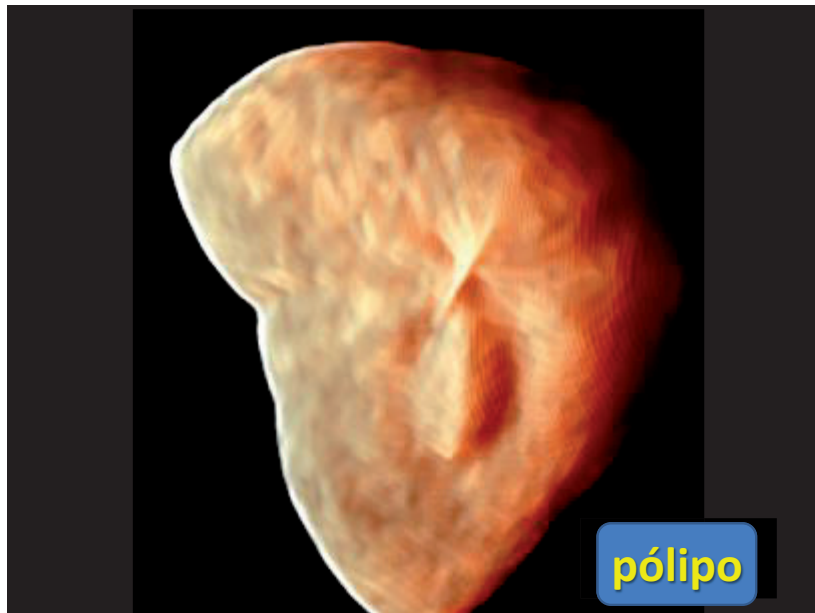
Ecografía HDLive de la cavidad uterina con pólipo en su interior.
